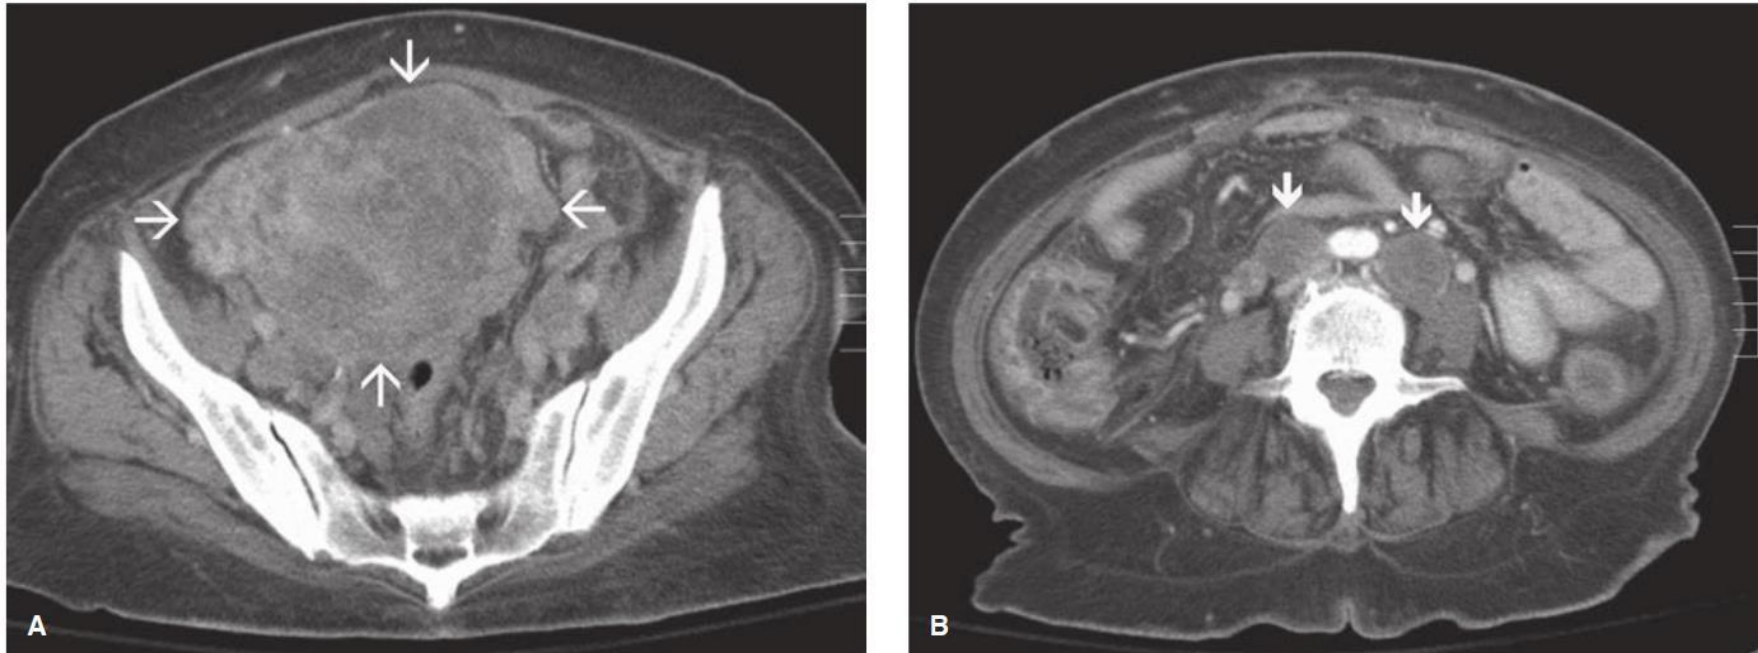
Computed tomographic (CT) images in the axial plane of a 61-year-old woman with endometrial cancer. A. Massively enlarged and inhomogeneous uterus (arrows) in the upper pelvis. B. At the level of the aortic bifurcation, enlarged lymph nodes are seen bilaterally (arrows), consistent with lymph node involvement. (Used with permission from Dr. Diane Twickler.)
